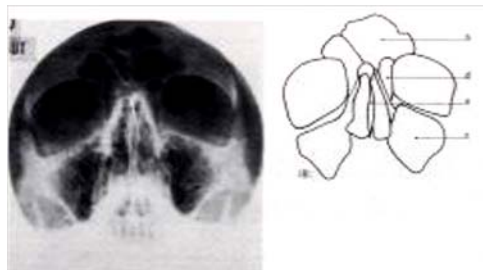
Radiographie standard en incidence de Blondeau.
